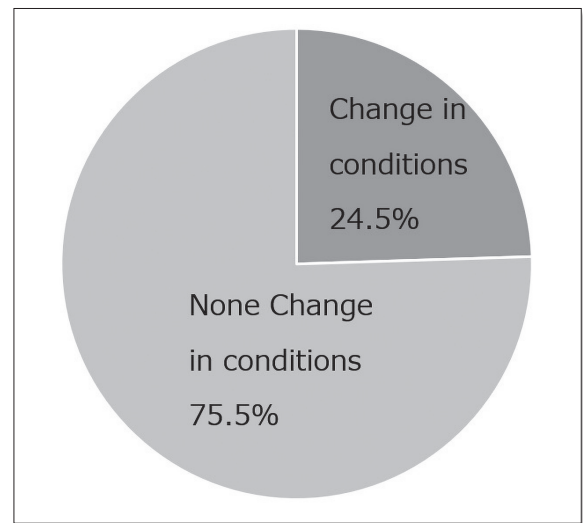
Does your medical institution change the imaging conditions for chest CT imaging between usual examinations and COVID-19 positive patients?
